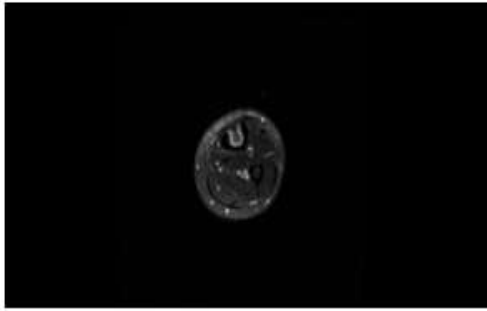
Axial MRI scan of the left tibia using a T2 sequence which demonstrates fluid signal within the surgical cavity with no bone or soft tissue edema.
